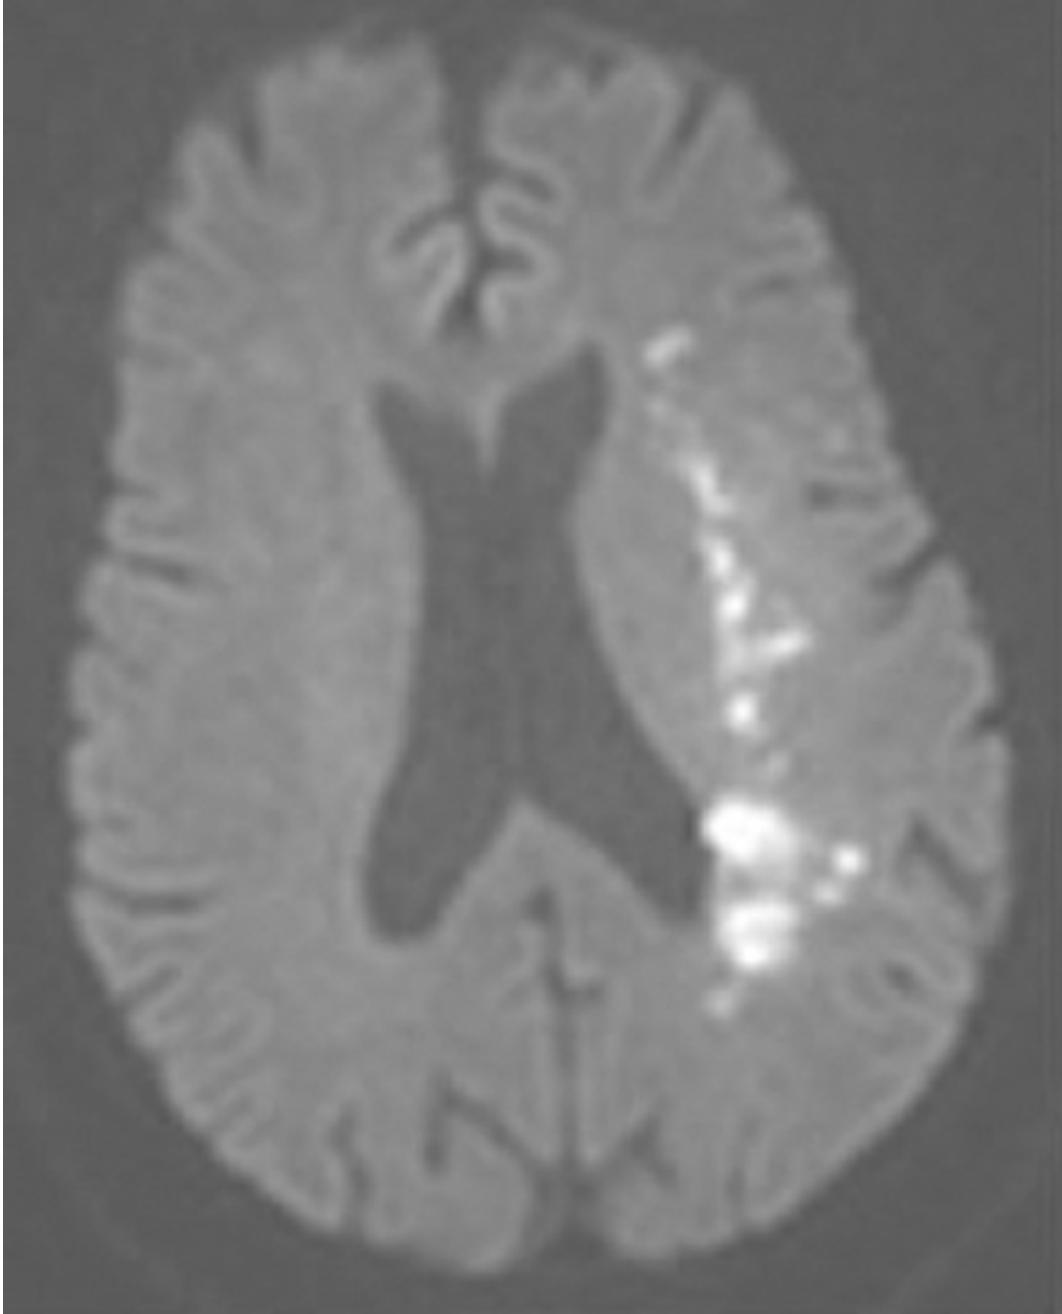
RMN axial ponderada por difusión.
